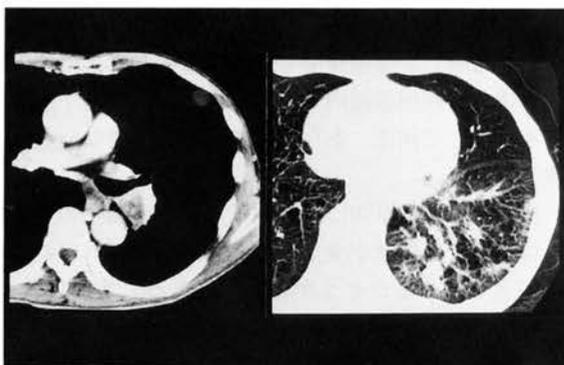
Chest CT shows a heterogenous mass with an irregular margin.
